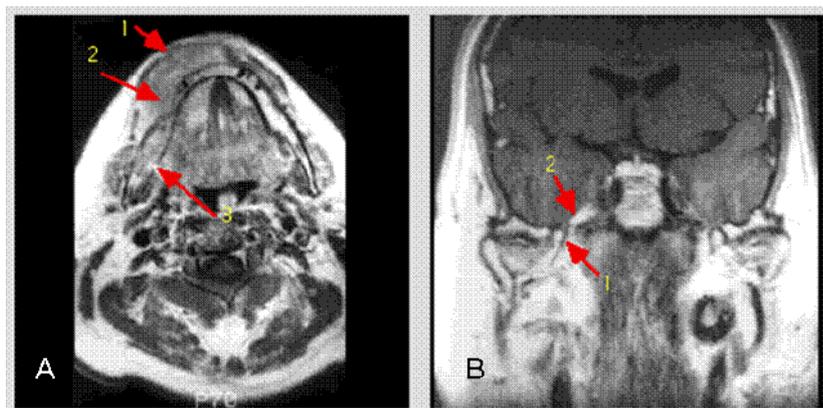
Doente sexo masculino com tumor do lábio com envolvimento peri-neural pelo tumor e com metástases no nervo trigémio. 1- Tumor do lábio inferior, 2 e 3- Envolvimento da mandíbula (A). 1 e 2- Metástases no nervo trigémio (B). (Ressonância magnética).
